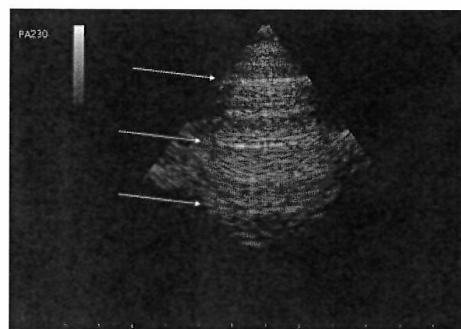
Normal chest ultrasonography: repetitive horizontal echogenic lines arising from the pleural line (arrows).
